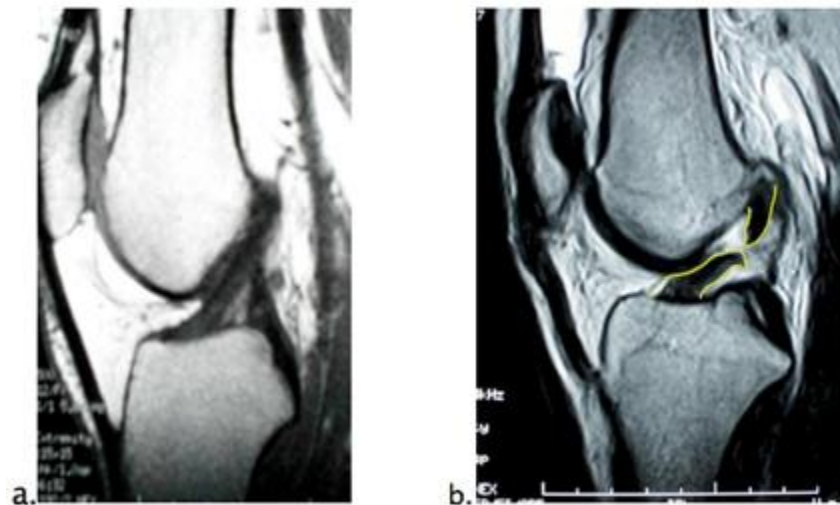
Normal ACL on MRI (a) and Torn ACL on MRI (b).
